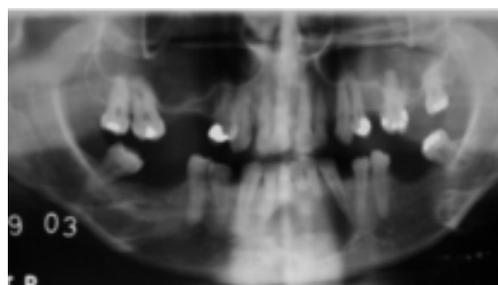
Aspecto da lesão encontrada na Ortopantomografia
